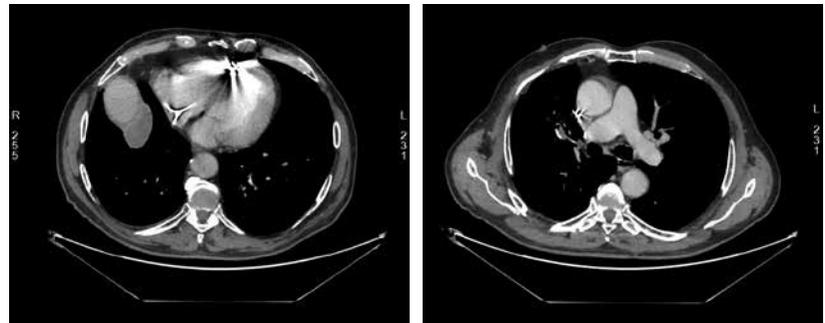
КТ органов грудной клетки от 26.07.2019
